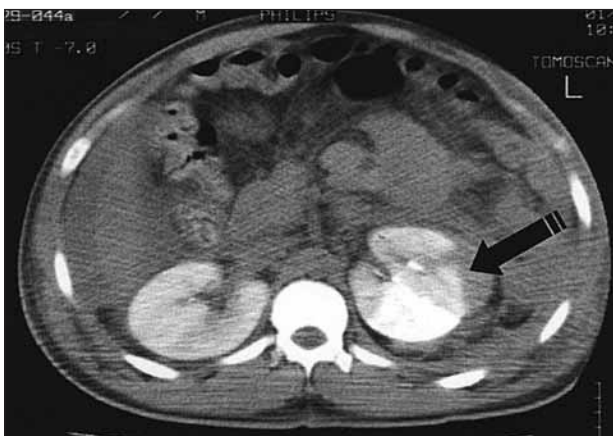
Imagen de tomografía computerizada en un plano más caudal donde además de la rotura renal (flecha), se aprecian hematoma perirrenal y hemoperitáneo.
